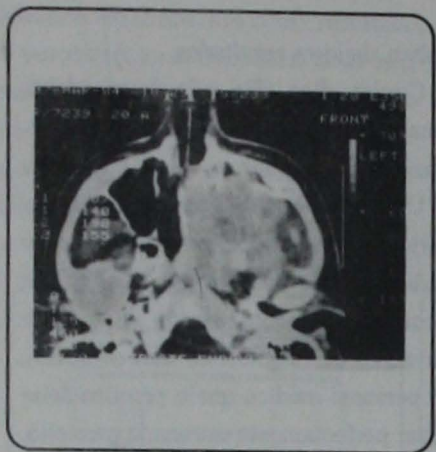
Estudio radiológico de TC del caso 1.
